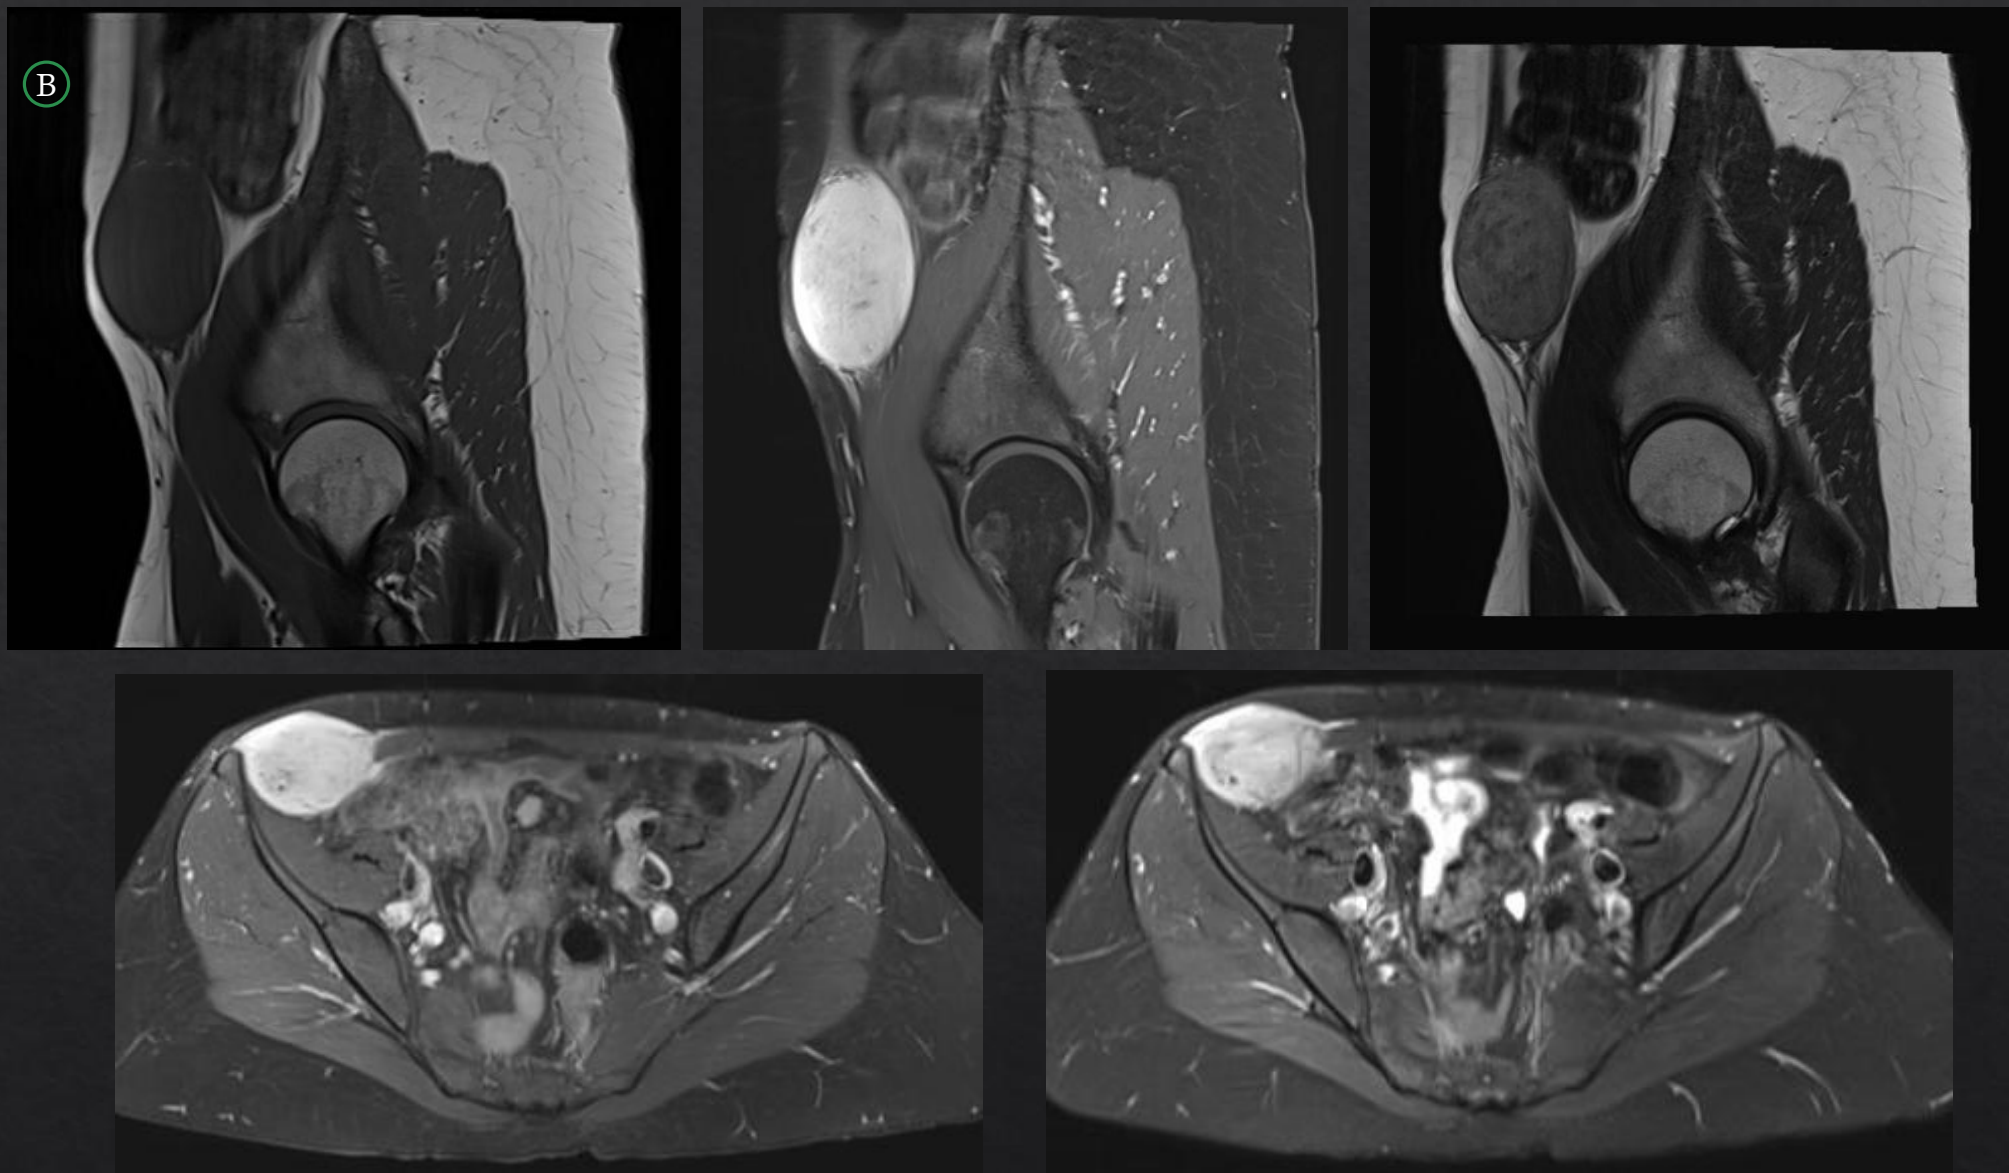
Caso 1. B: RM plano sagital T1 TSE sin y T1 FS con contraste, T2 TSE sagital, axial T1 TSE FS con contraste y T2 TSE con FS. Lesión de partes blandas ovalada bien delimitada homogénea, depende de la musculatura oblicua derecha. Isointensa en T1, levemente hiperintensa en T2 y marcadamente hiperintensa en las secuencias con supresión grasa. Presenta intenso realce homogéneo postcontraste. Adyacente a su borde medial se observan dos pequeñas proyecciones lineales que se extienden a la fascia anterior y posterior del recto anterior derecho, signo de la “cola”. No condiciona erosión del hueso iliaco adyacente.
